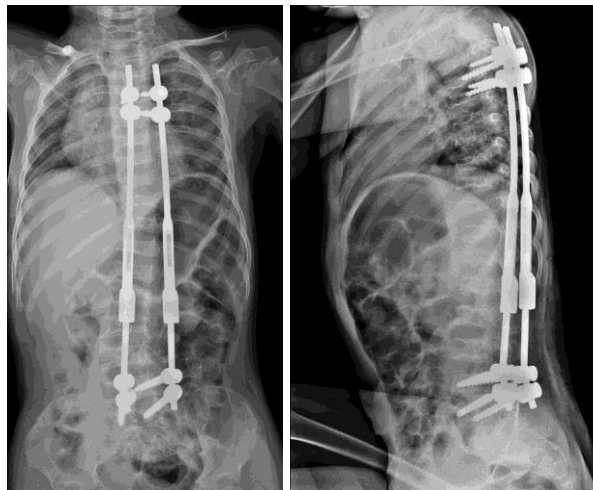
Hastanın ön, yan grafi ve 3 boyutlu BT görüntüleri
